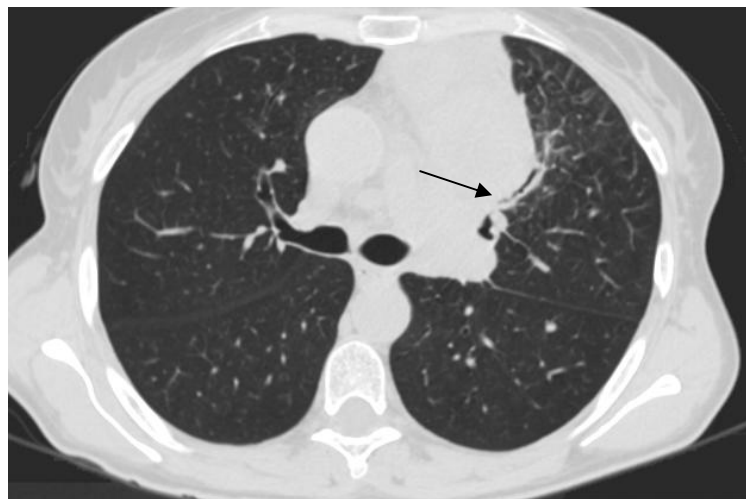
CT-Bild des linken Bronchialsystems; Patient Nr. 7
